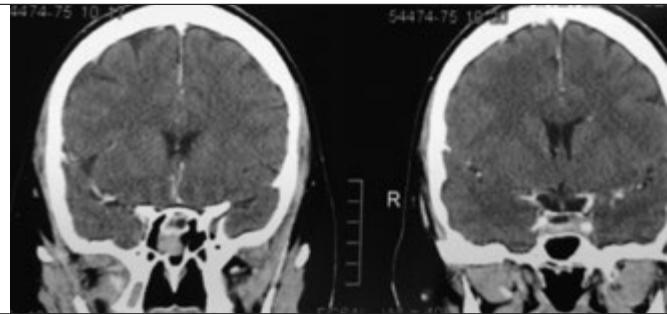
МРТ больной Б. Фронтальный срез
